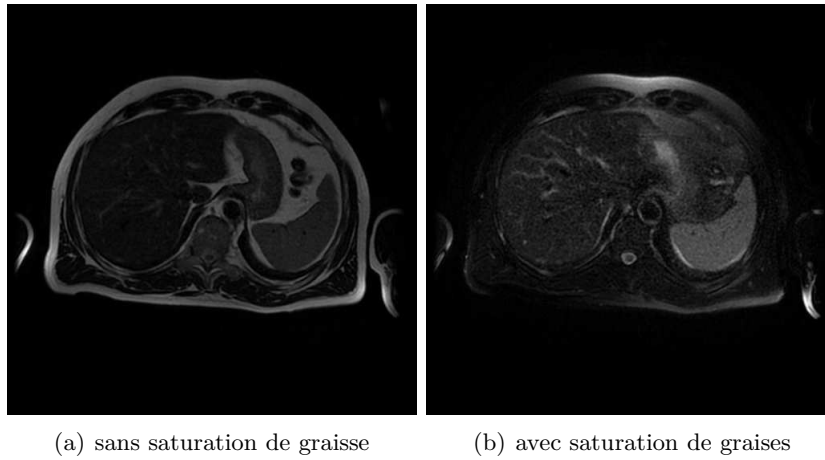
Coupes IRM hépatique (FSE pondérée en T2) sans saturation de graisse (a) et avec saturation de graisse (b)
